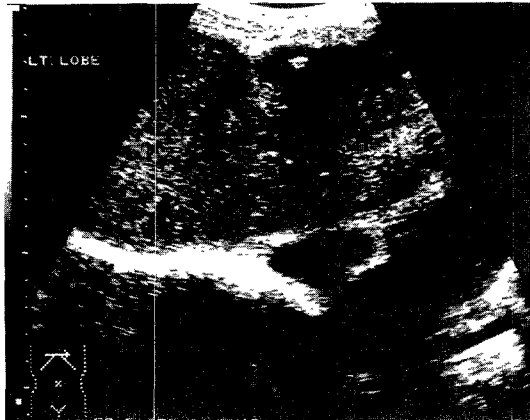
The second ultrasonography 6 days later showing disappeared cystic lesion.
